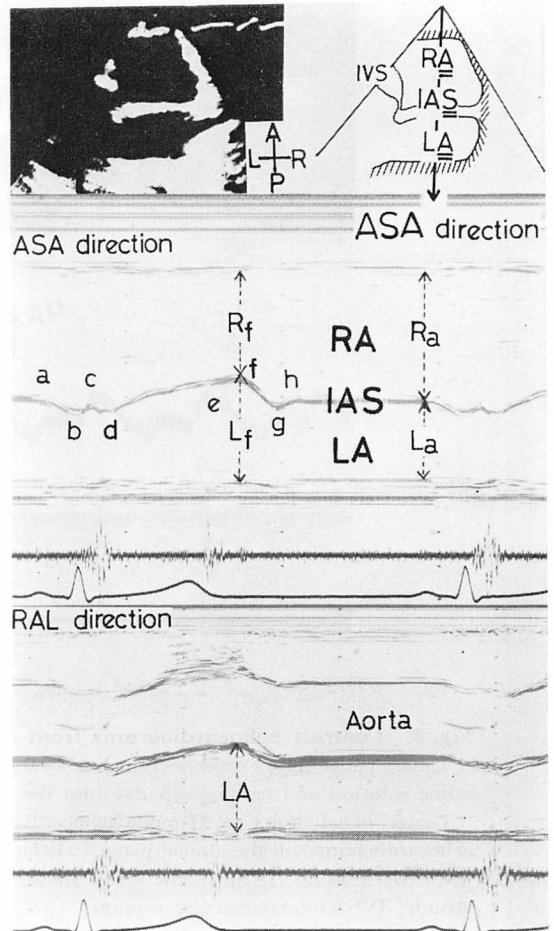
Echocardiograms from a normal subject.
